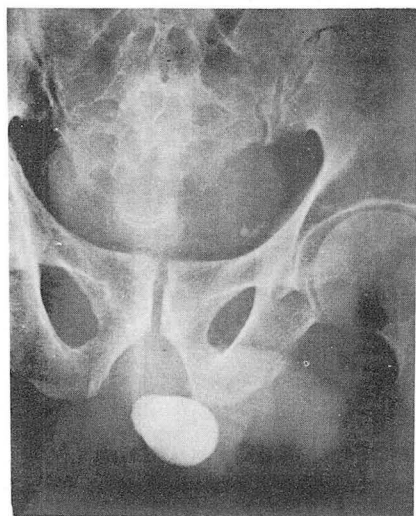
Case II. Plain film shows oval shaped giant urethral stone on Cavernous urethral region.
